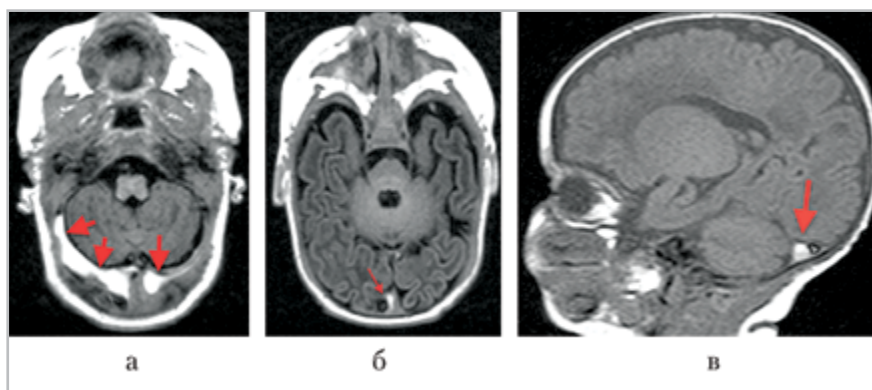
Магнитно-резонансная томограмма в режиме T1: *а* — коронарный срез, стрелками показаны тромбы в правом и левом поперечном синусах; *б* — аксиальный срез, тромб в области стока синусов (стрелка); *в* — сагиттальный срез, тромб в области стока синусов (стрелка)
